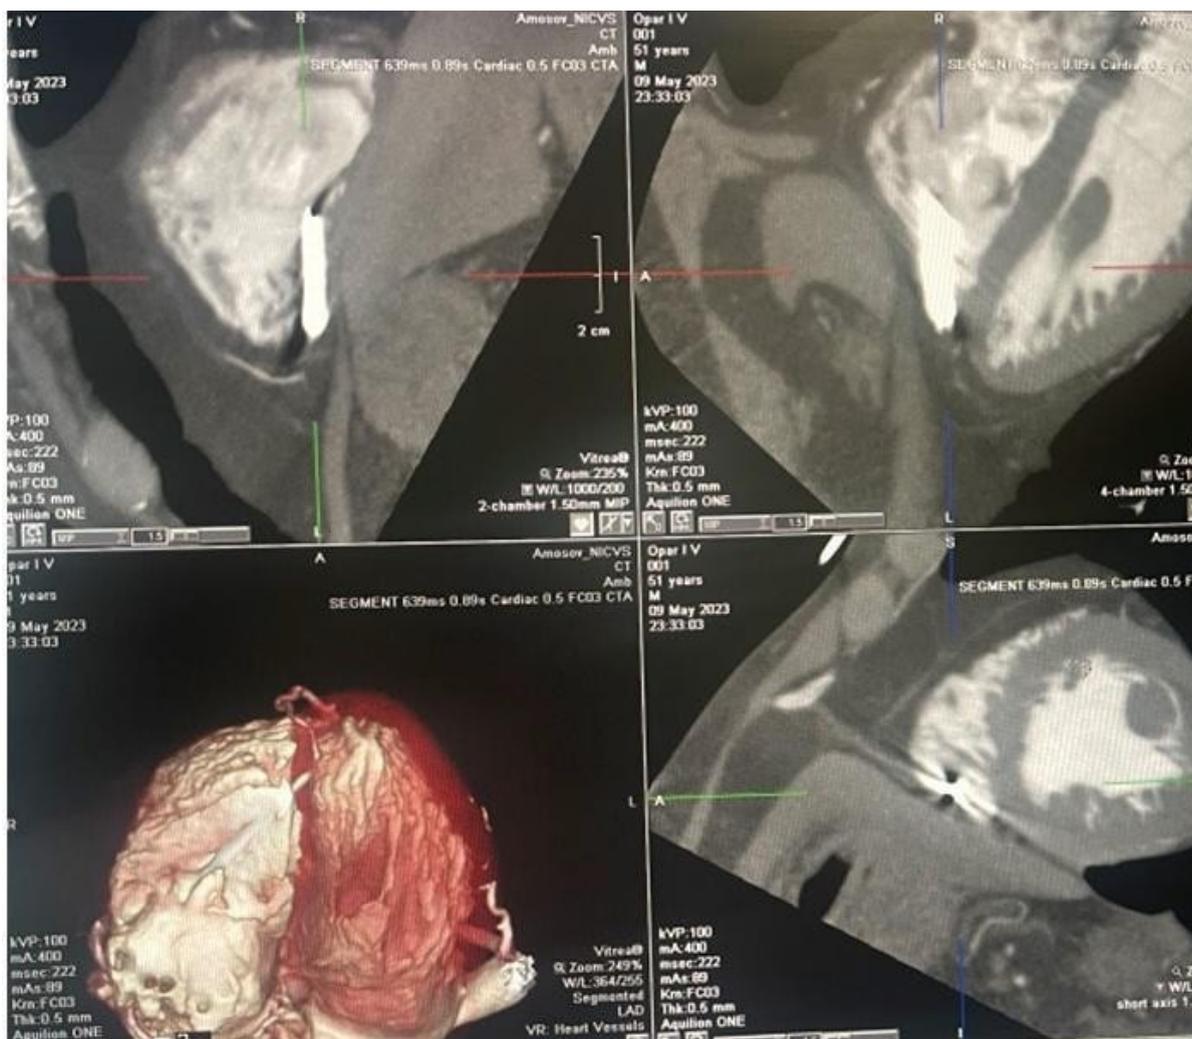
Діагностика за допомогою КТ. Діагностика БТС під час КТ: у правому шлуночку в різних проекціях візуалізується уламок видовженої форми із проникненням у товщу верхівки міокарду.
